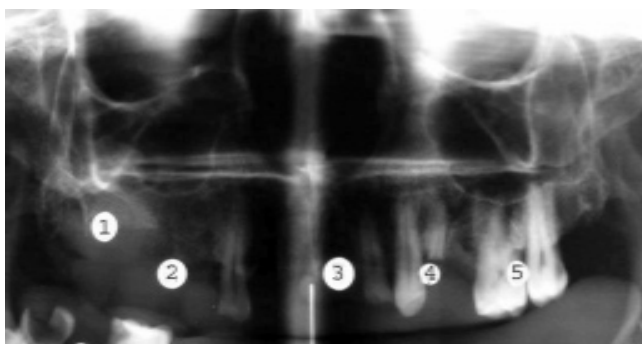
Marcadores maxilares en ortopantomografía seccionada.
